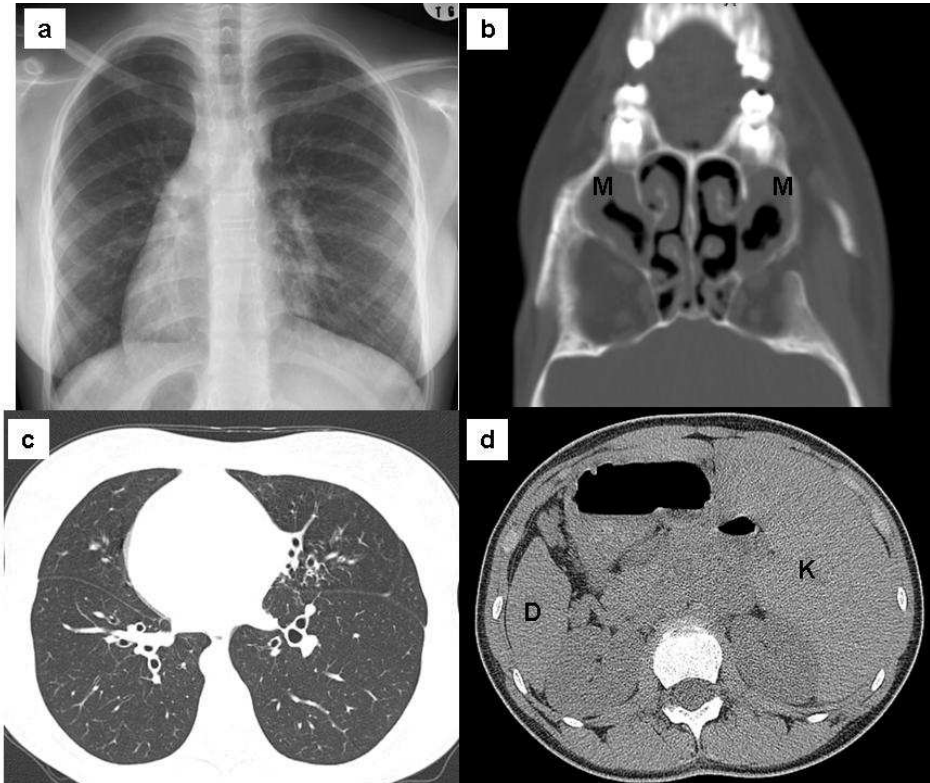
Olgu 1'in radyolojik görüntüleri; a) akciğer grafisi; kalp sağda izlenmekte, sol parakardiyal alanda opasite artışı mevcut. b,c) Toraks tomografisi; sağ akciğer alt lobta, sol akciğer lingularda bronşektazi mevcut (oklarla gösterilen alanlar) d) Toraks tomografisi (batından geçen kesitlerde); situs inversus görünümü, sol üst kadranda karaciğer (K), sağ kadranda dalak (D) gözlenmektedir.
